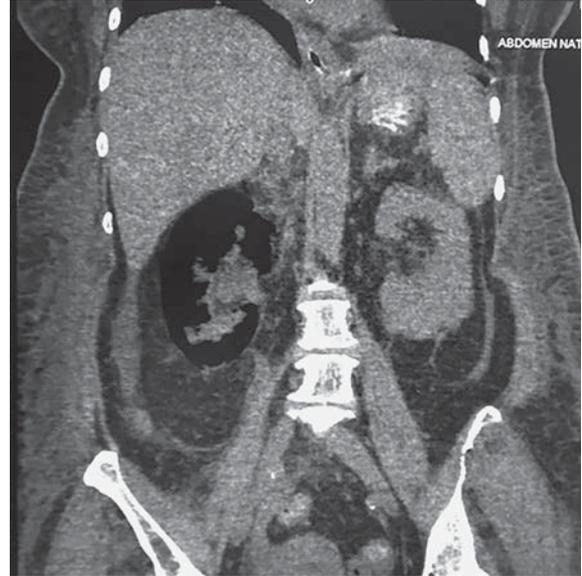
Нативное КТ-исследование. Фронтальная реконструкция. Отмечается тотальное замещение паренхимы почки газом вследствие гнойного распада у пациентки с сахарным диабетом.
